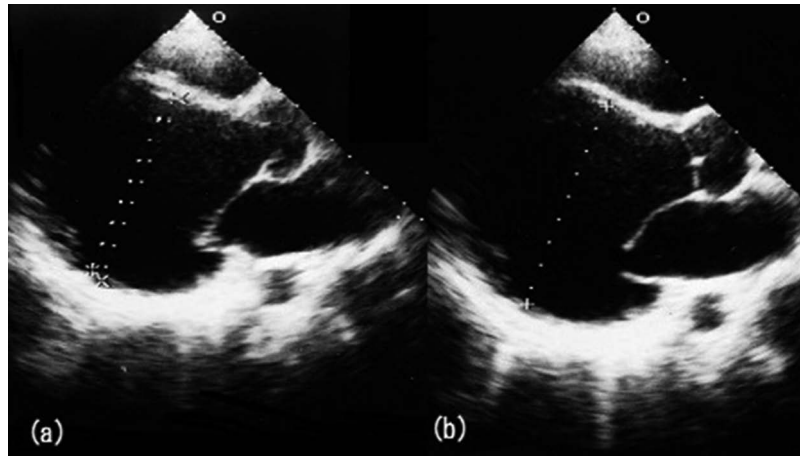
Echocardiography of the patient.
